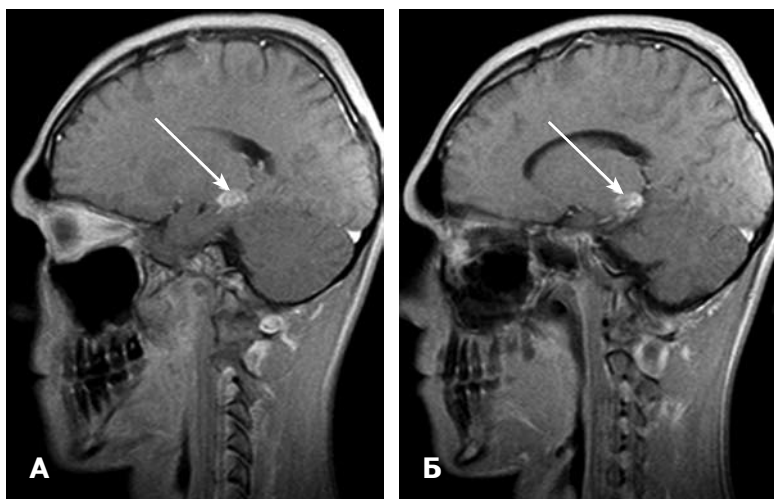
Глиома в области левого зрительного бугра и ножки мозга после ПБ. А — МРТ через 1 год. Размеры и сигнальные характеристики солидного компонента опухоли не изменились (длинная стрелка). Киста не визуализируется. Б — МРТ через 3 года. Размеры и сигнальные характеристики солидного компонента опухоли не изменились (длинная стрелка). Киста не определяется.
